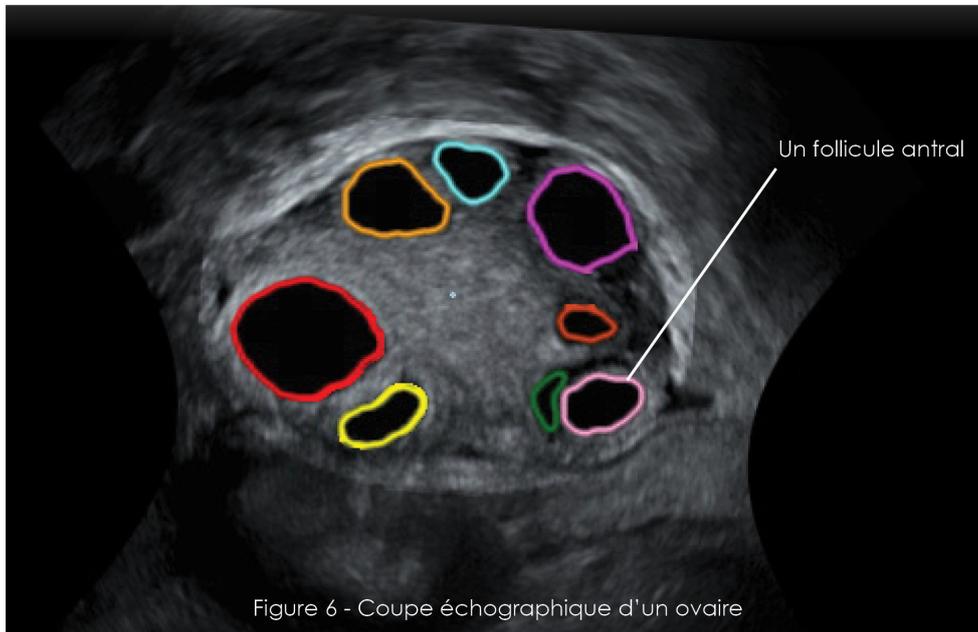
Coupe échographique d'un ovaire
